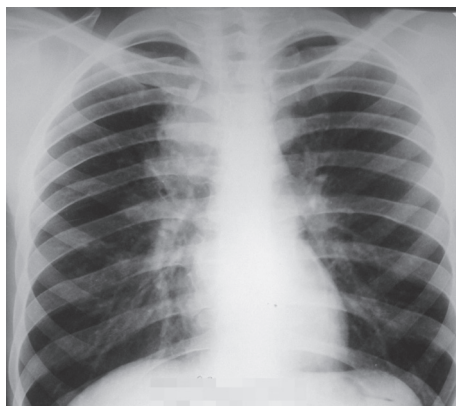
Обзорная рентгенограмма больного С., 34 года (ВИЧ-инфекция, количество CD4<sup>+</sup>-лимфоцитов — 123 клетки/мкл). Инфильтративный бронхоаденит
